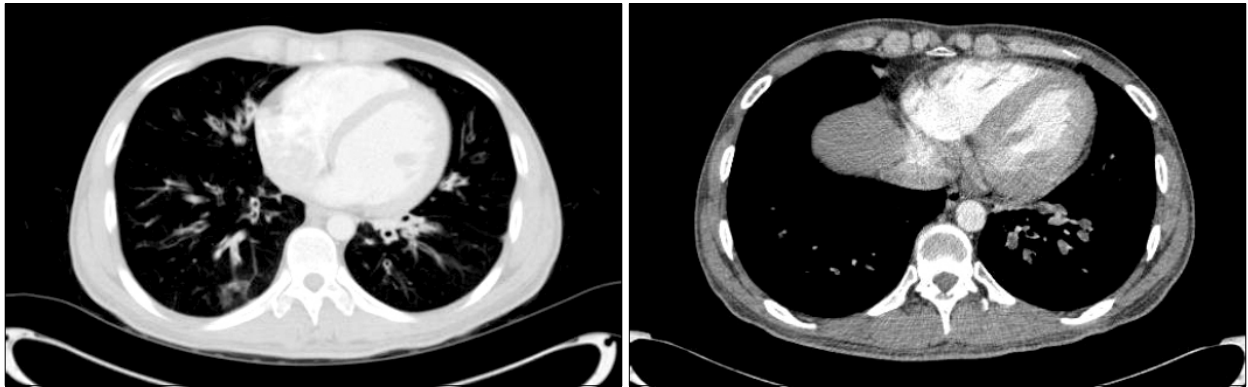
Chest CT scans taken before admission showed severe and diffuse bronchitis, bronchiectasis, bronchiolectasia and air trapping.
